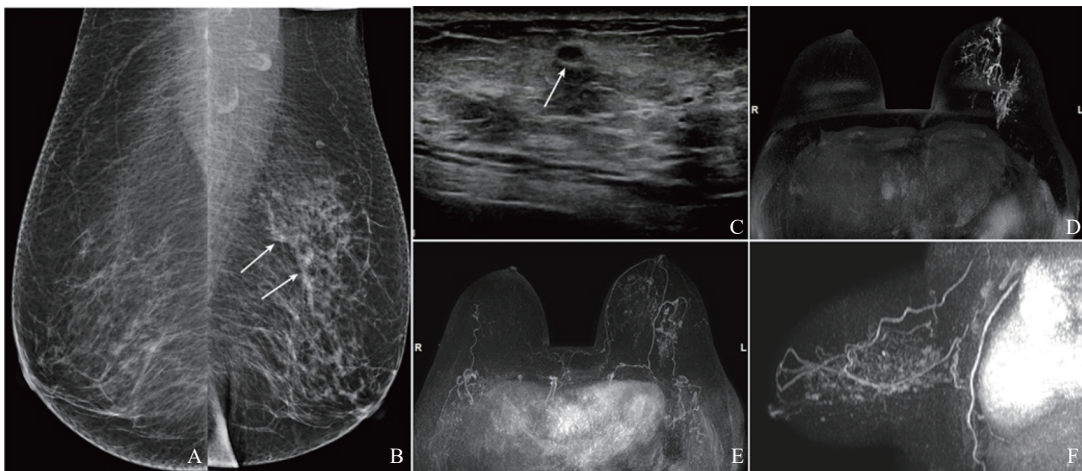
典型病例1(患者, 女性, 64岁, 左侧乳头溢血1周)MRI表现
